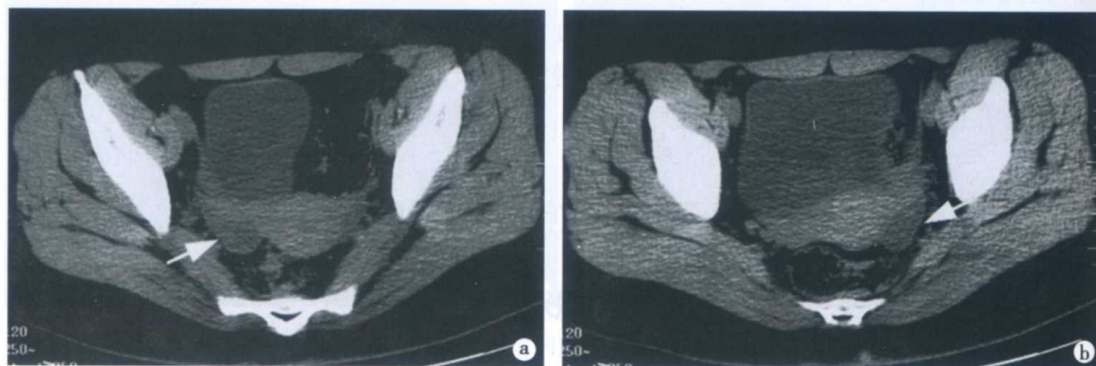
育龄期女性生殖系统正常平扫 CT 表现
